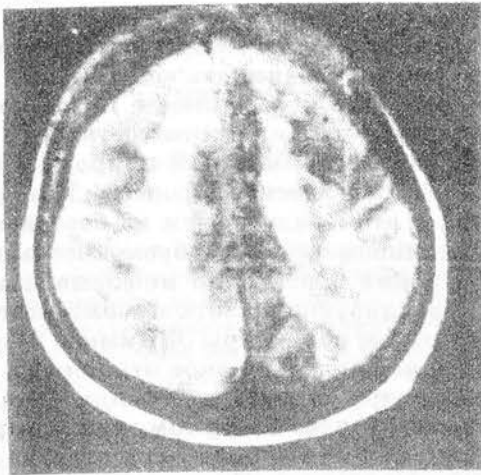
Магнитно-резонансная томограмма (T_2 -взвешенное изображение) больной 67 лет с очаговой ишемией мозга на фоне дисциркуляторной энцефалопатии. Резко выраженный лейкоарайоз в перивентрикулярной области
